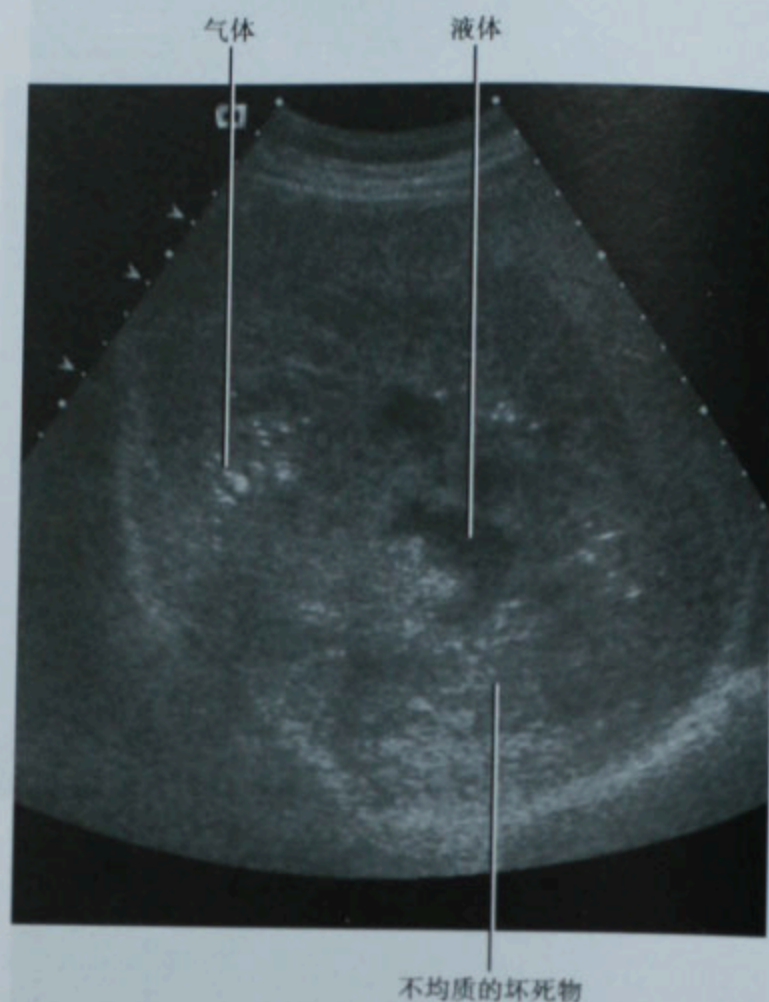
肝脓肿的超声图像显示常见于脓肿内的各种表现,包括:液体、坏死组织和气体
